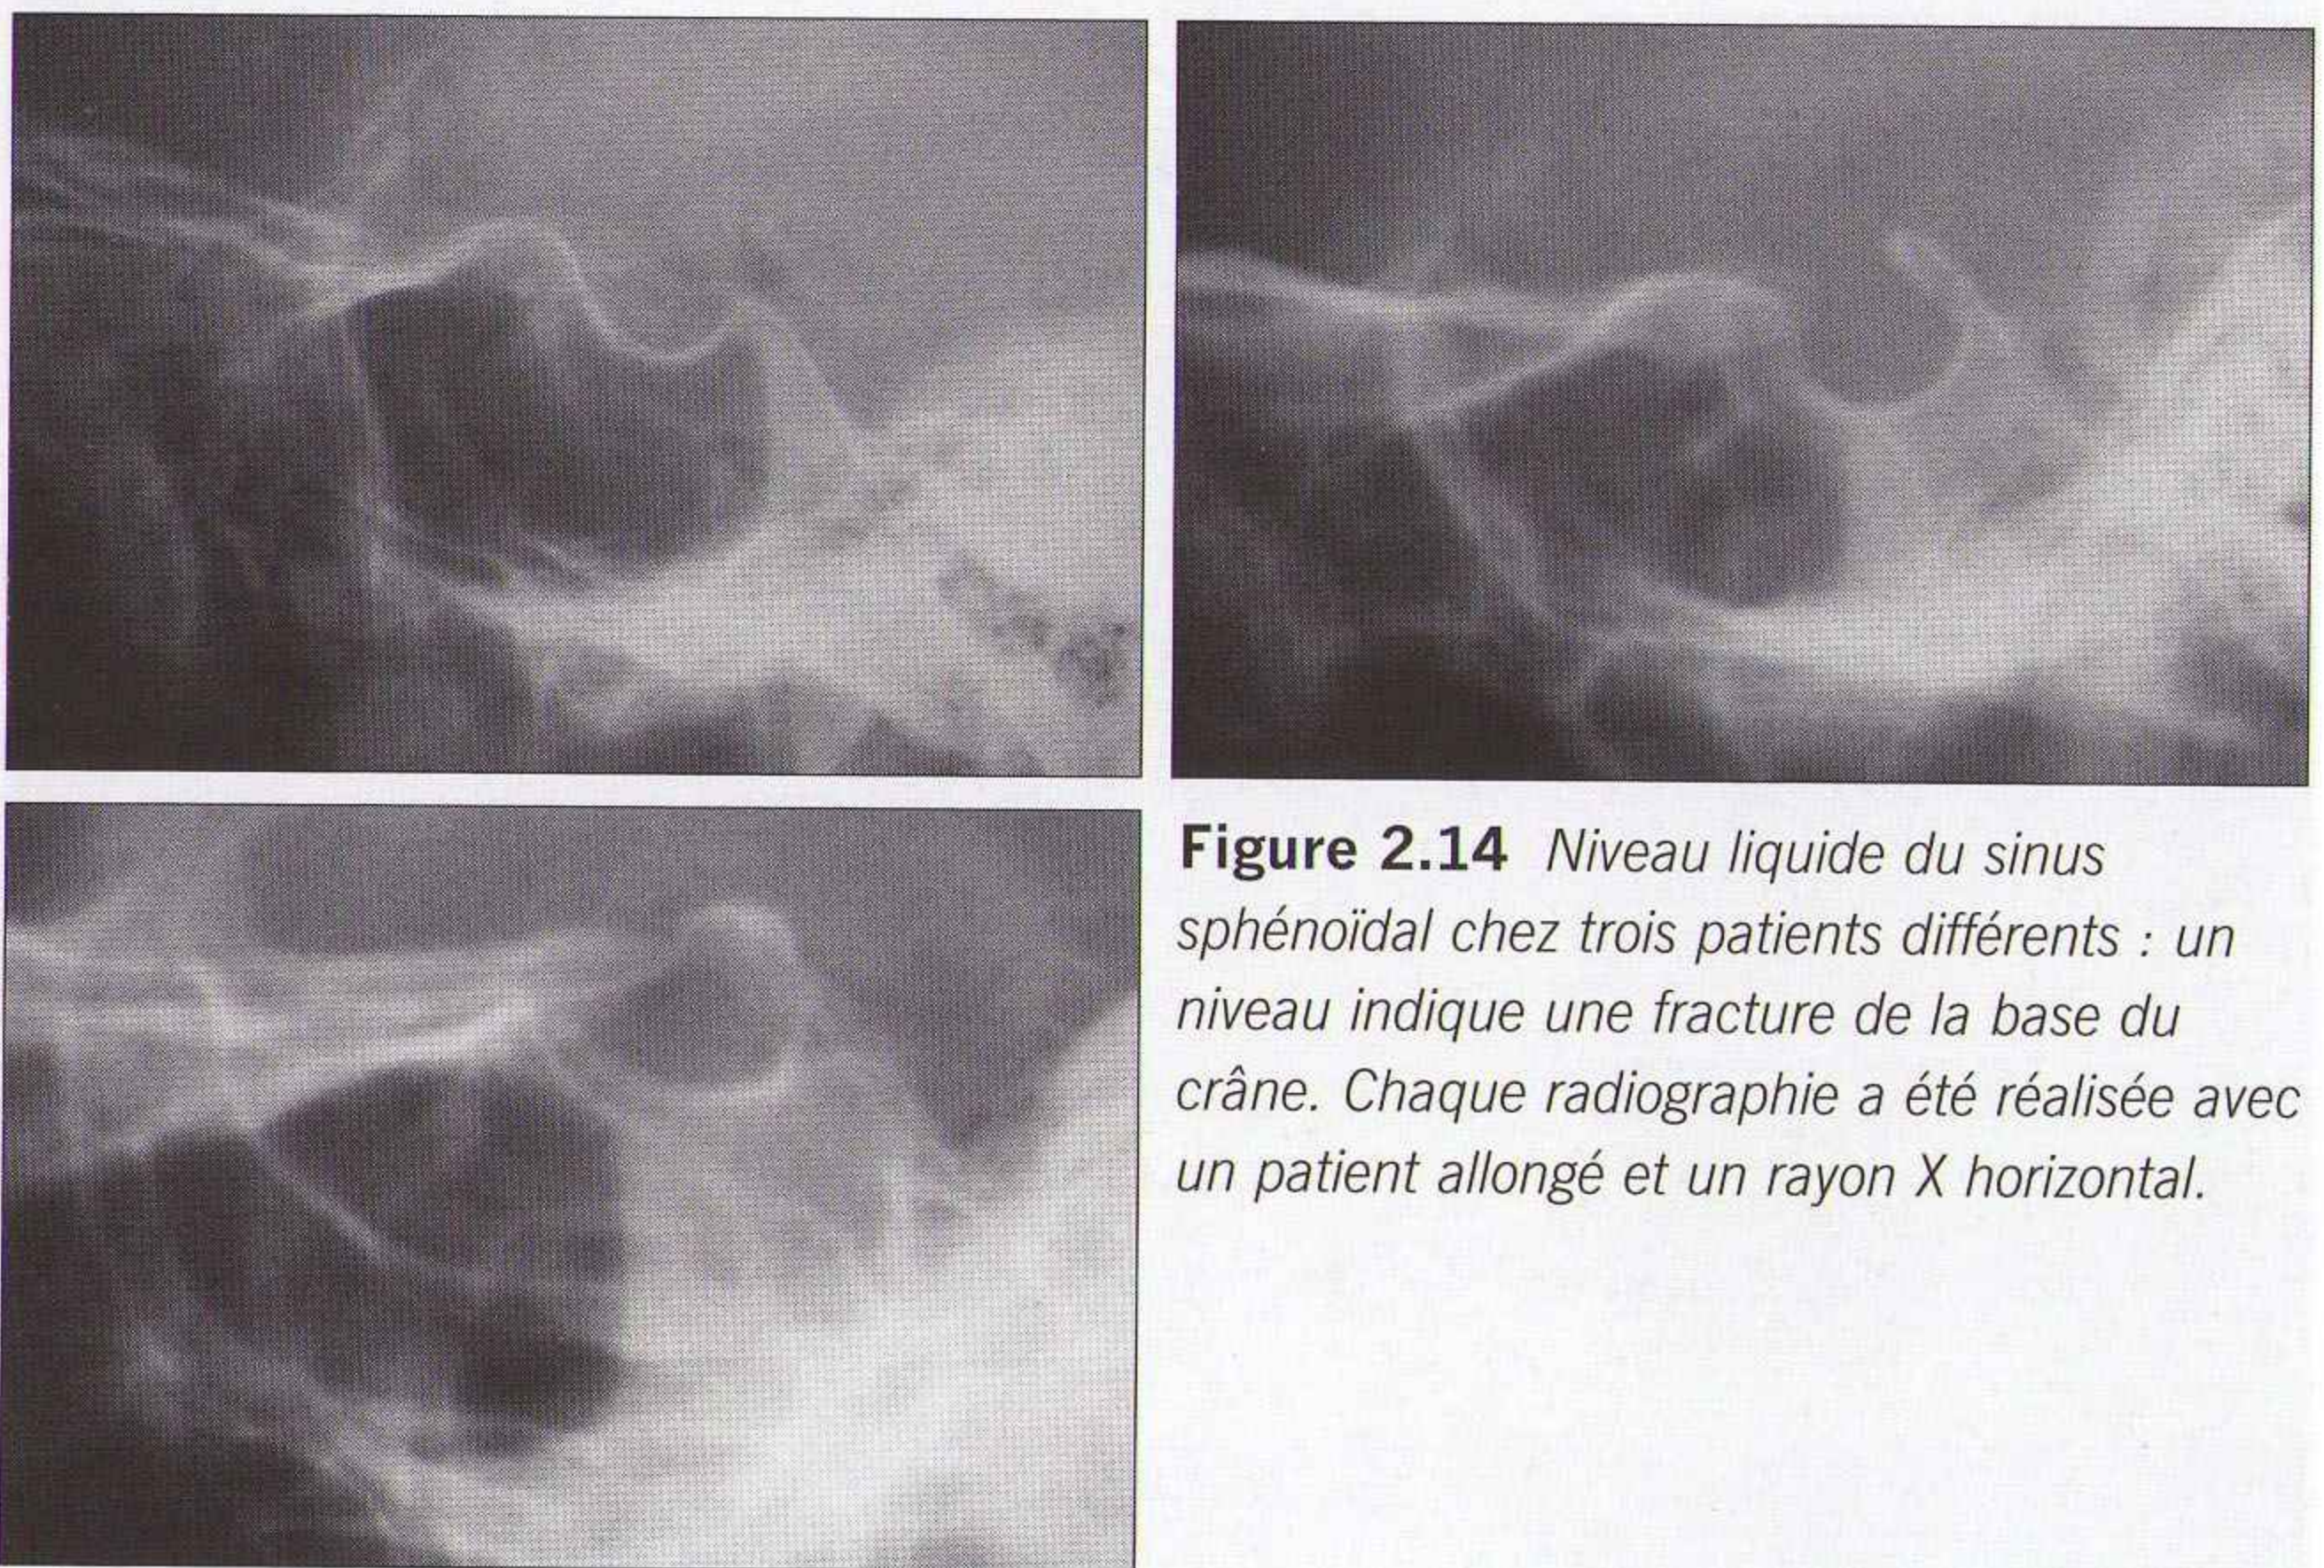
Niveau liquide du sinus sphénoïdal chez trois patients différents : un niveau indique une fracture de la base du crâne. Chaque radiographie a été réalisée avec un patient allongé et un rayon X horizontal.
